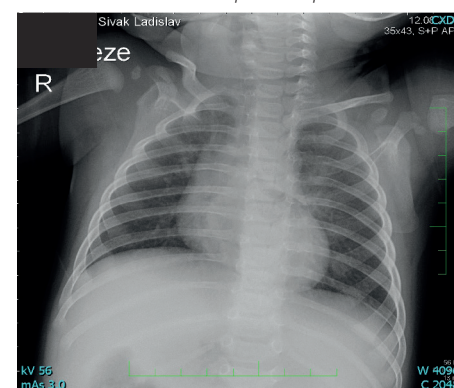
CT hrudníku – pneumoperikard
